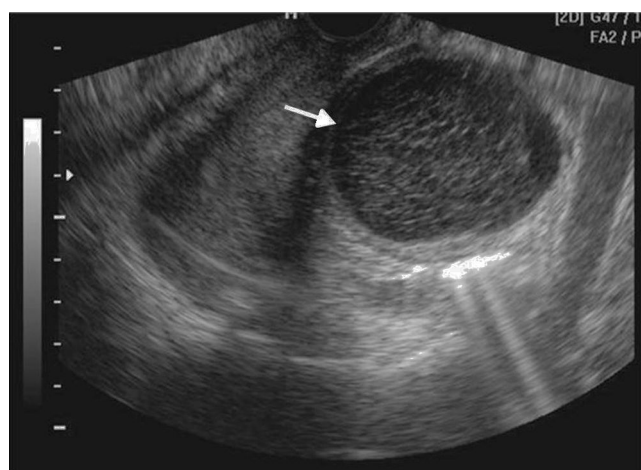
Ecografía endovaginal por dolor pelviano muestra una imagen quística anexial, con líneas finas en su interior que adoptan un patrón reticulado, indicativo de quiste hemorrágico (flecha).
